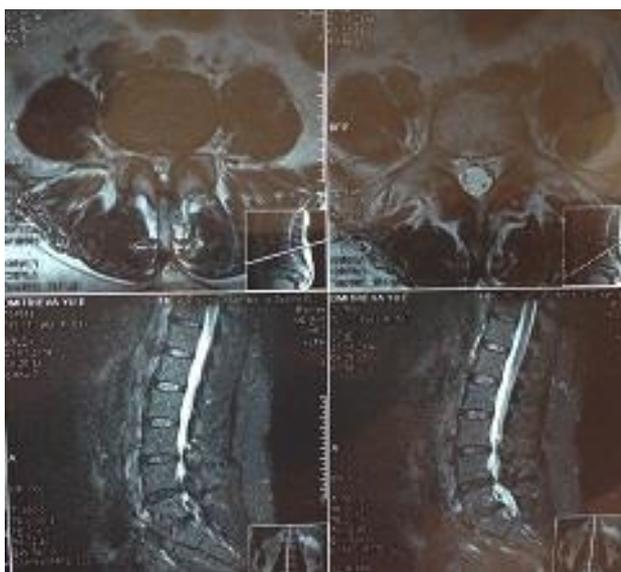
МРТ пациентки Д., 50 л., до операции.
